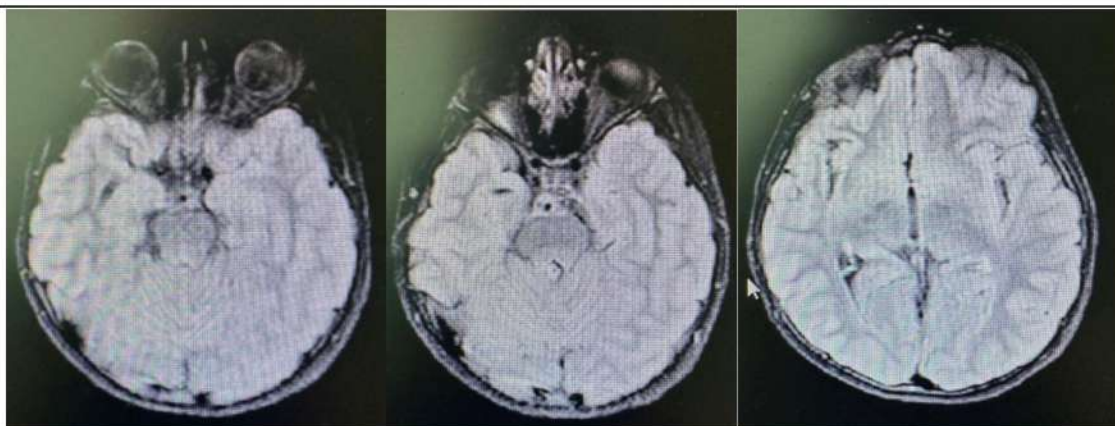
МРТ головного мозга, аксиальный срез
